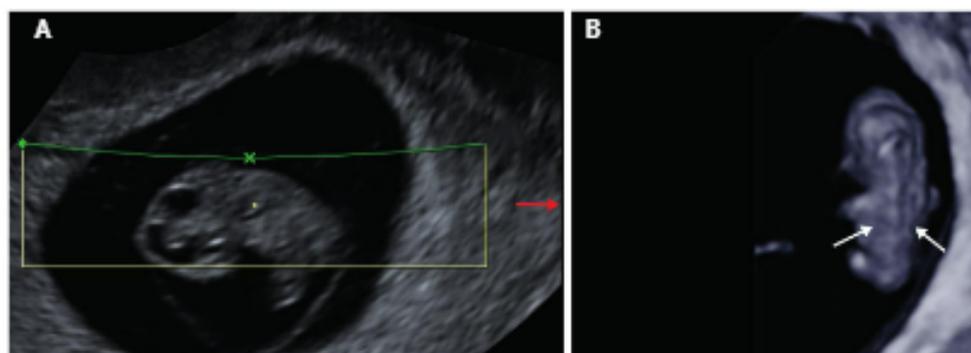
Gestación de 8 semanas y 3 días. Ecografía 3D en modo multiplanar. A) Plano sagital. B) Plano coronal. La columna vertebral se visualiza en este plano en forma de dos delgadas líneas hiperecogénicas a ambos lados de la línea media (flechas).
